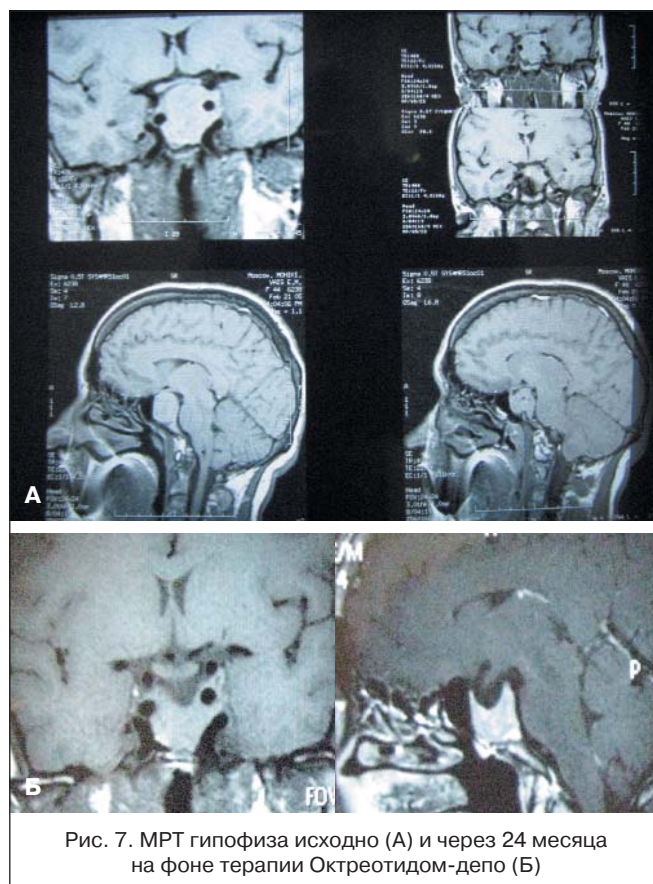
МРТ гипофиза исходно (А) и через 24 месяца на фоне терапии Октреотидом-депо (Б)
